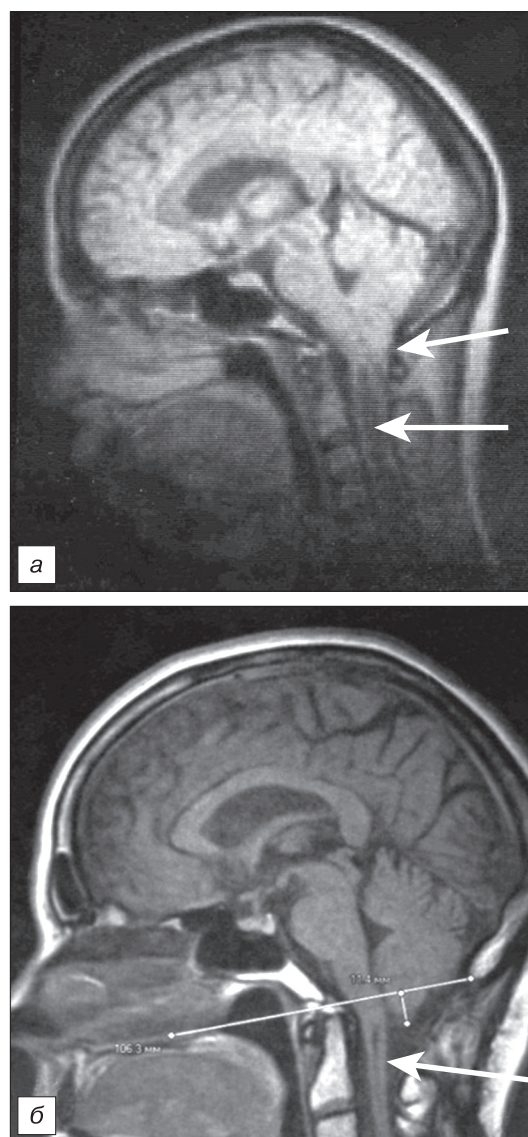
Магнитно-резонансные томограммы головы (режим T1-взвешенного изображения) пациентки М.: а – до оперативного лечения (1992 г.), верхняя стрелка указывает на дислокацию миндалин мозжечка в позвоночный канал на 13 мм, нижней стрелкой обозначена сирингомиелическая полость; б – на момент обследования (2014 г.), стрелкой обозначена спавшаяся сирингомиелическая полость.
